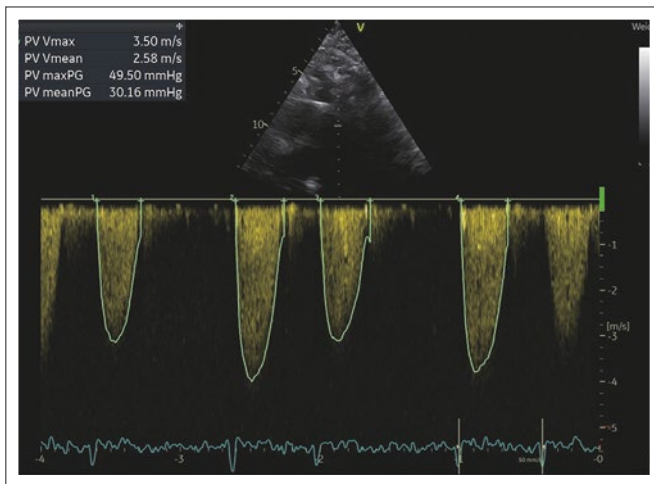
CW-Doppler: PSAX-Pulmonalklappe: Eine 90-jährige Patientin stellt sich mit Rechtsdekompensation bei „bekannter PAH“ vor. Ursache ist eine schwere Stenose der PK bei Z. n. OP in der Jugend. Erwähnt sei, dass die Kinderkardiologen immer nur den max. Gradienten über der PK angeben und nicht den mittleren, was in den ACHD- (EMAH-) Guidelines so übernommen wurde: Schwere Stenose ab 4 m/s entspricht max. Gradient 64 mmHg.
